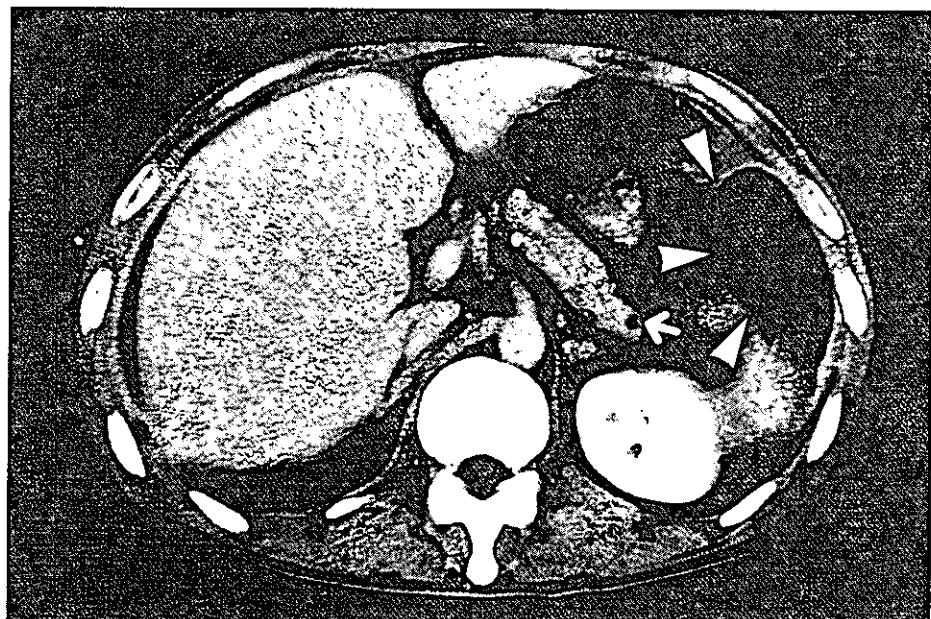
ダグラス窩・右横隔膜下ドレナージ後 CT
